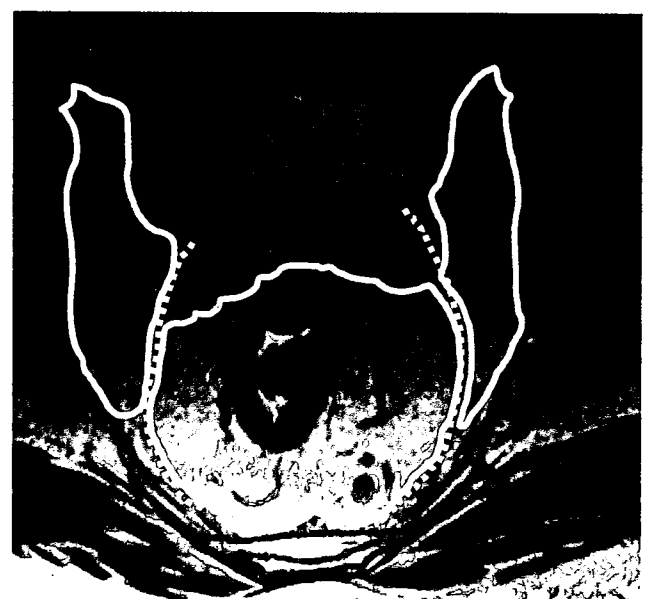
mesorectal excision (ME), 骨盤自律神経温存 D3(自律神経温存 D3 郭清), 骨盤自律神経非温存 D3 の比較. 男性の精嚢レベルの MRI 横断像. 実線が切除範囲. 破線は骨盤自律神経の位置.
